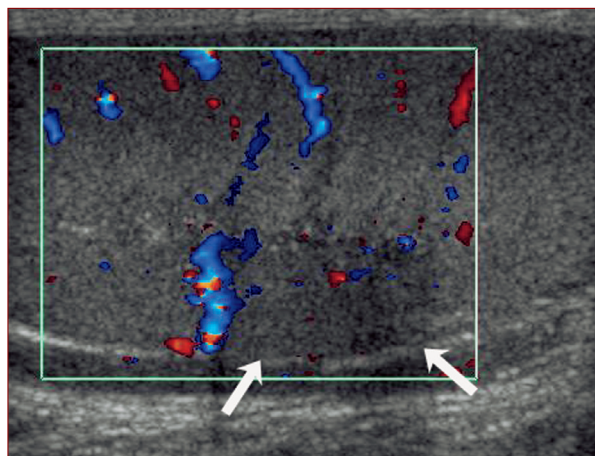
Eco-color-Doppler scrotale, scansione sagittale. Infarto focale del testicolo. L'area ischemica appare ipoecogena, ha sede periferica ed è priva di vascolarizzazione (frecche).
